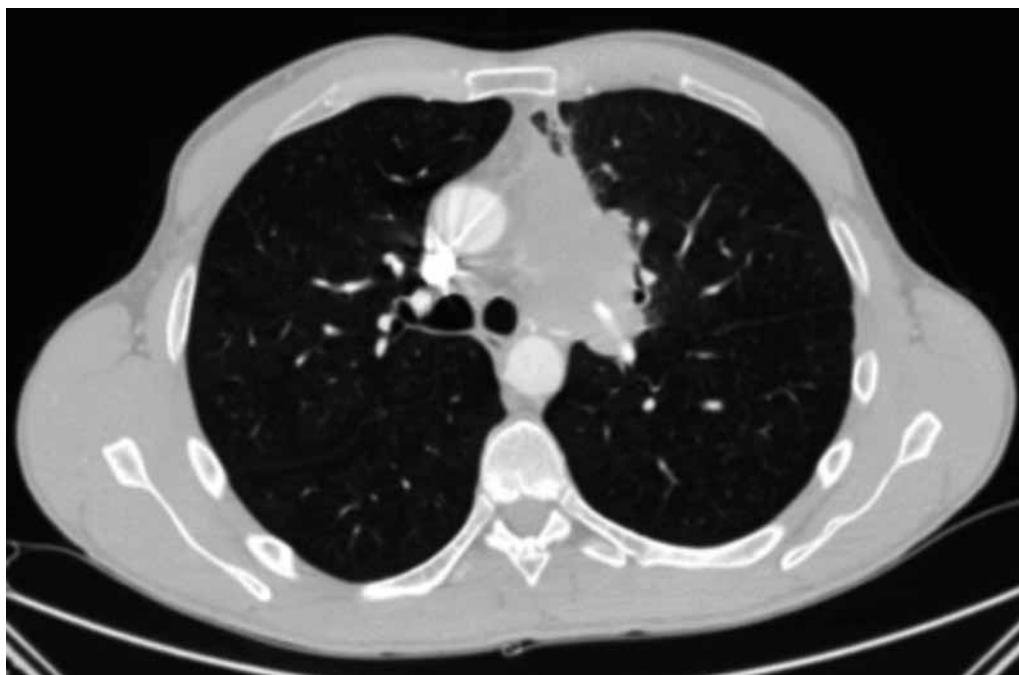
КТ органов грудной полости, аксиальный срез, артериальная фаза, 05.2018 г.
